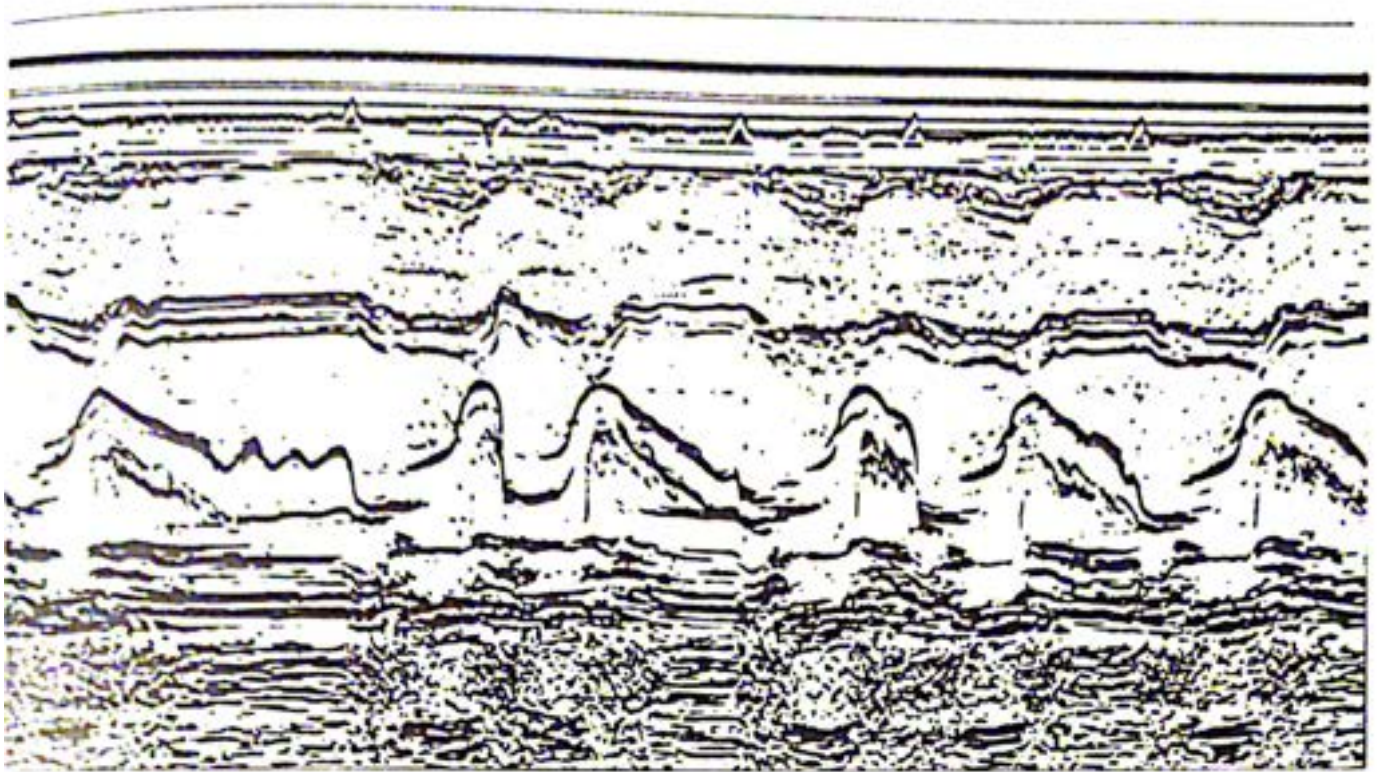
Ecocardiograma modo M. Demostrando vegetaciones en la válvula posterior de la Mitral.
